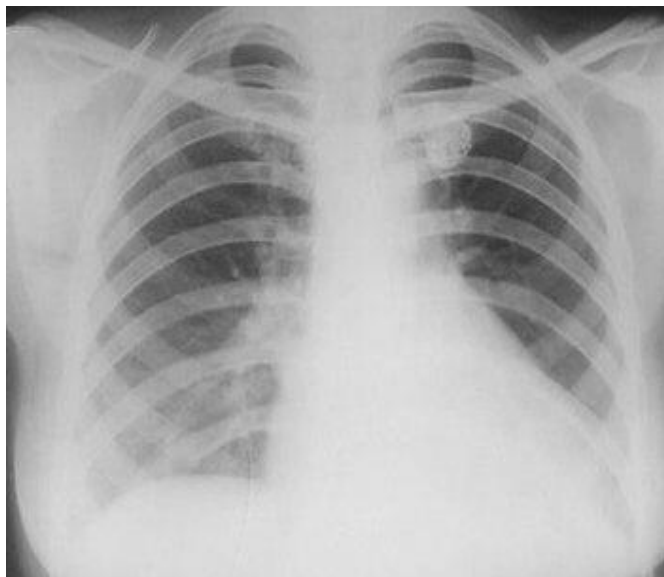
Рентгенограмма ОГК. Синдром круглой тени патологии легочной ткани. Туберкулома верхней доли левого легкого
